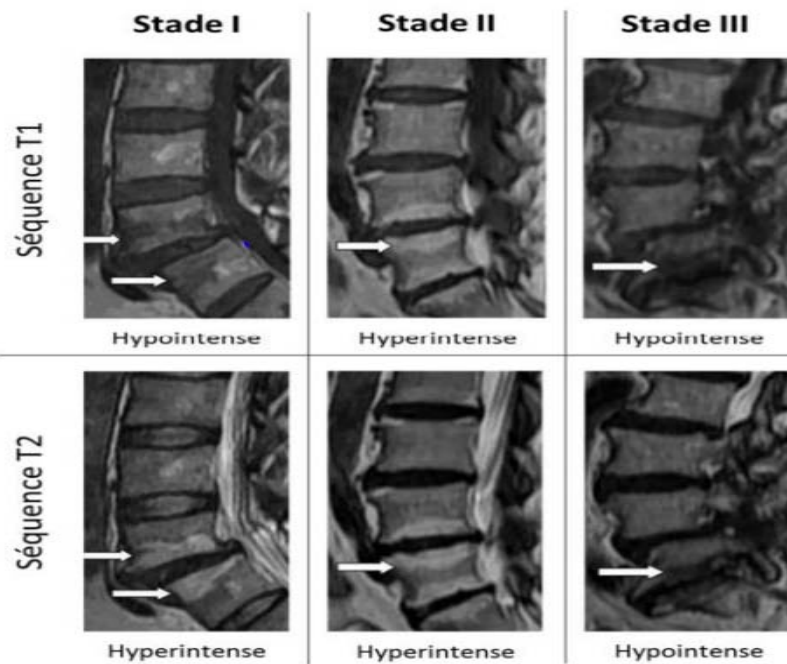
classification de Modic de la dégénérescence discale basée sur l'IRM. [109]
